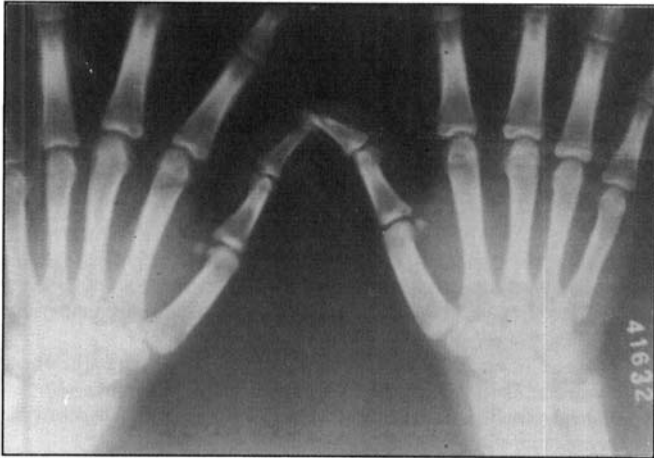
Radiografia das mãos.
